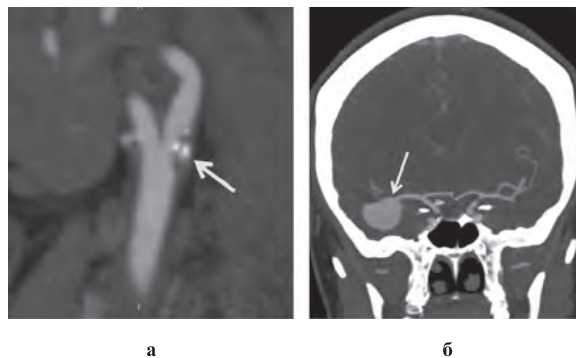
Пациент В., 57 л., а – 3D КТ ангиограмма. Стрелкой указан критический стеноз правой ВСА, б – 3D КТ ангиограмма. Стрелкой указана милиарная аневризма ПСА с разрывом в анамнезе
